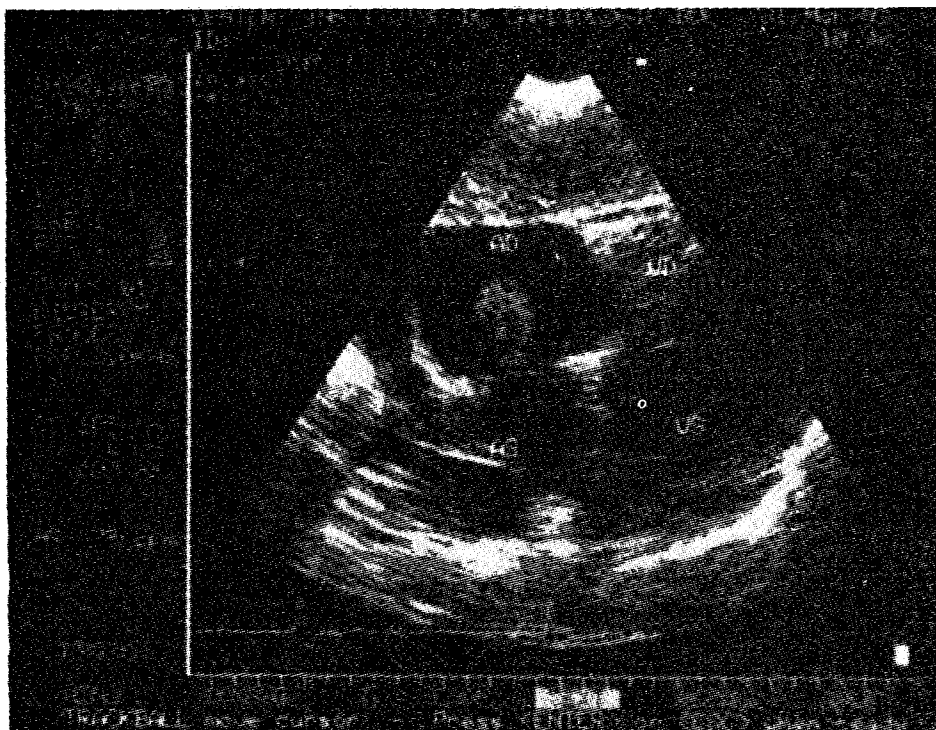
DSA. Ex. Eco-Doppler. Flux AS→AD.
